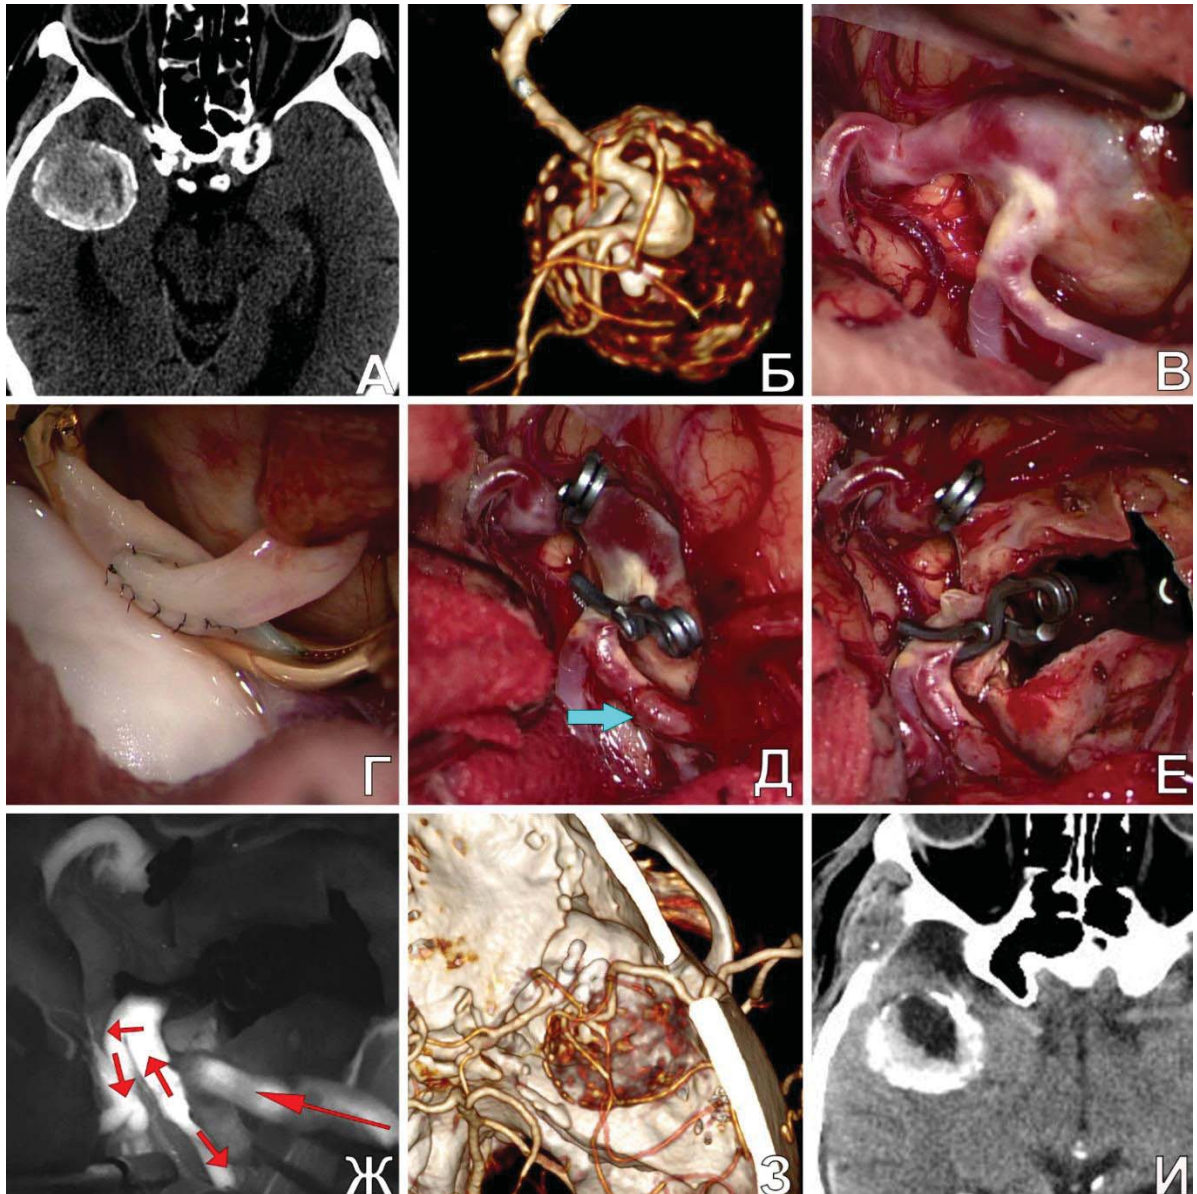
Треппинг с тромбэктомией гигантской фузиформной ЧТА М2-сегмента СМА после создания ЭИКМА у пациента Т., 69 л. А. КТ до операции: определяется гигантская ЧТА правой СМА; Б. КТА (3D) д/о: видна функционирующая часть фузиформной ЧТА М2-сегмента правой СМА; В. интраоперационное фото: вид аневризмы после выделения СЦ; Г. анастомоз между ПВА и М2-сегментом СМА; Д. треппинг аневризмы. Анастомоз указан стрелкой; Е. вид аневризмы после ТЭ из ее полости; Ж. ФВА: видно хорошее контрастирование ЭИКМА и М2-ветвей. Направление кровотока по шунту и в М2-ветвях указано стрелками; З. КТА (3D) п/о: аневризма не контрастируется и хорошо заполняется ЭИКМА; И. КТ головы после операции
